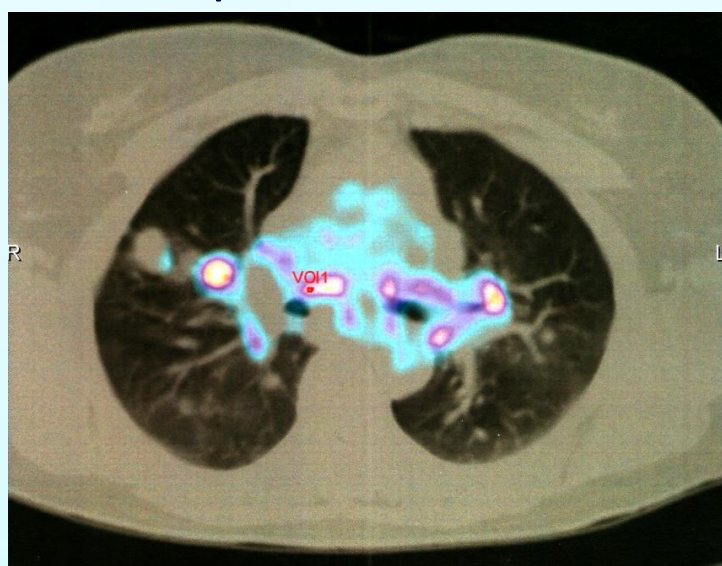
adénopathies médiastino-hilaires et nodule pulmonaire fixant au PET Scan
